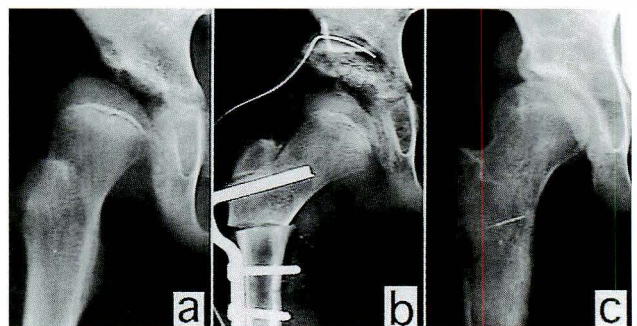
Serial radiographs of Patient 19
